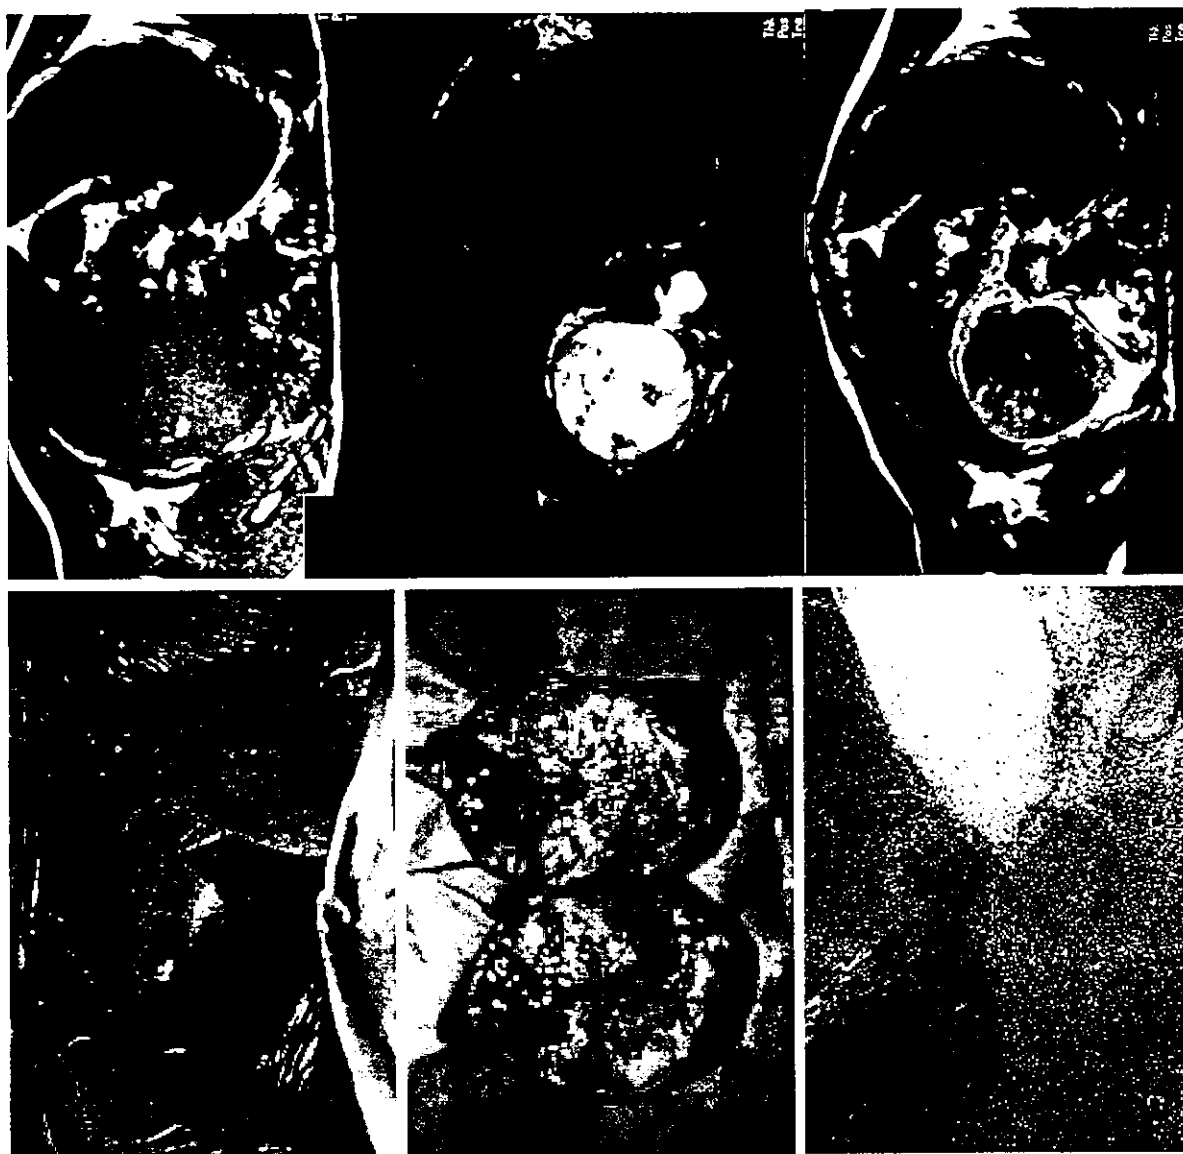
malignant peripheral nerve sheath tumorのMRI所見。
